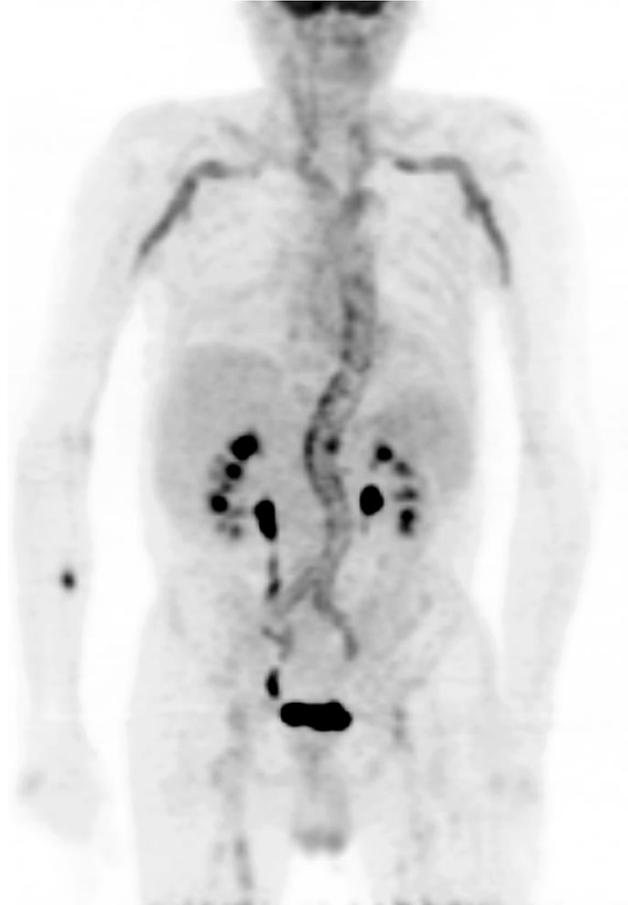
imagerie métabolique par TEP-TDM soulignant l'atteinte de l'aorte dans ses portions thoraciques et abdominales, des artères sous-clavières et des artères iliaques communes chez un patient de 72 ans atteint d'ACG (images acquises sur le CHU de Limoges, service de Médecine Nucléaire).
